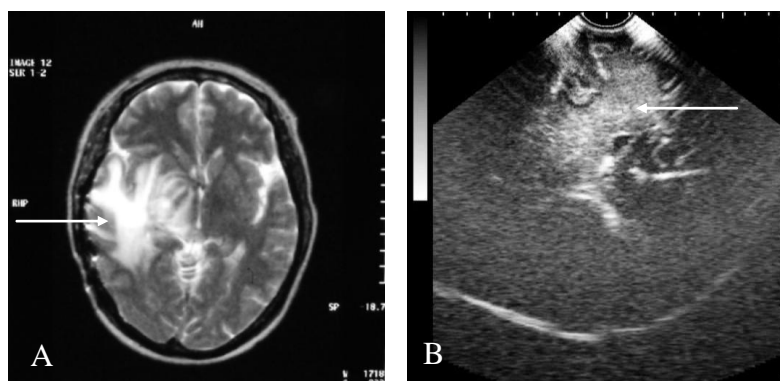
Recidivă de glioblastom de nuclei bazali dreapta. A-IRM nativă T2: neoplazie recidivantă incert delimitată, însoțită de edem perilezional vădit; B- USIO: formațiune hiperecogenă, formă neregulată, neomogenă, hotare șterse, margini neregulate.
